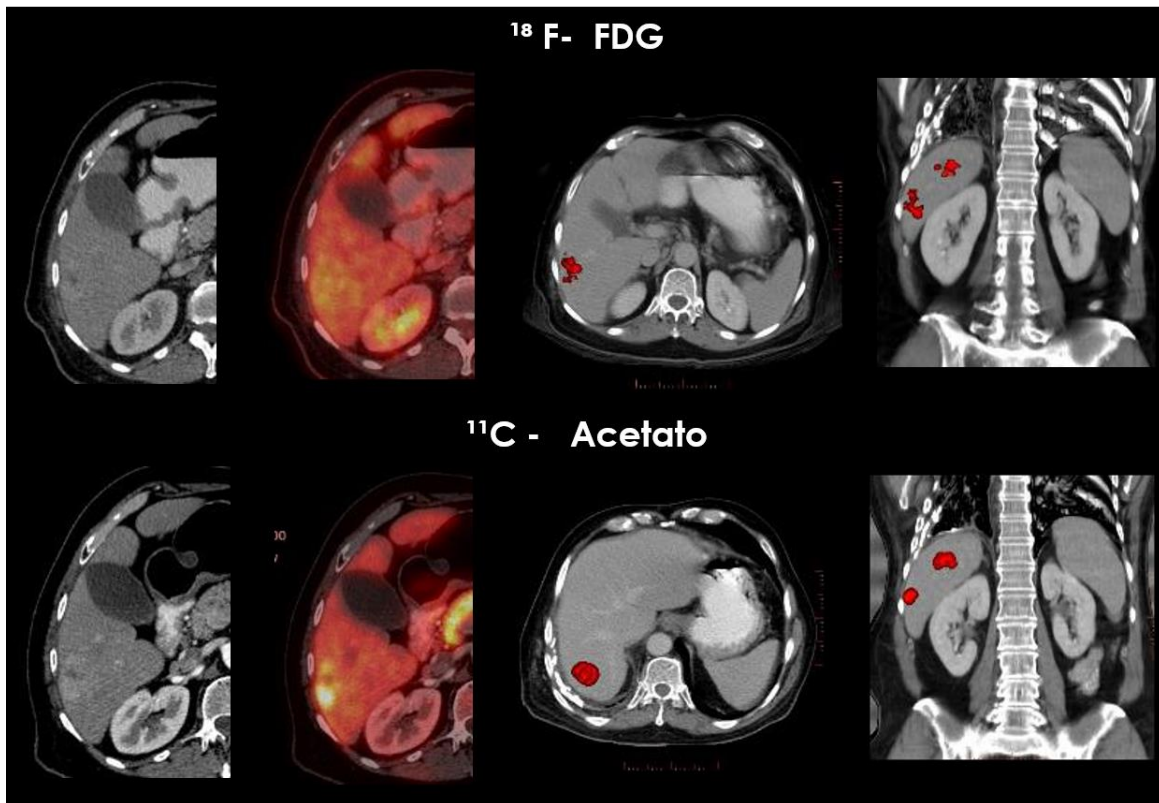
Paciente de 75 años con diagnóstico de hepatitis C crónica, asintomático. PET-CT mostró dos lesiones con incremento en la captación de  $^{18}\text{F}$ -FDG y  $^{11}\text{C}$ -acetato.
